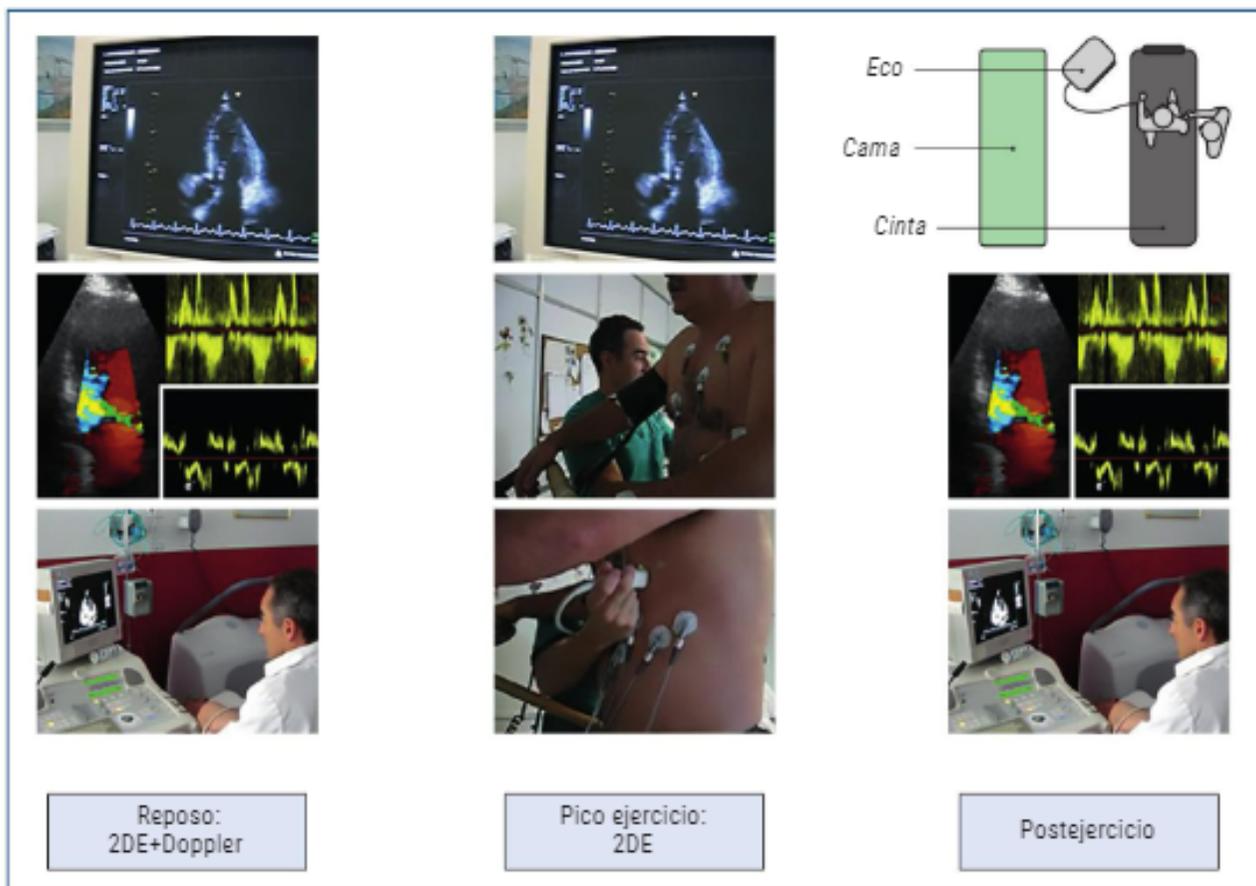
Disposición de un laboratorio de estrés preparado para hacer imagen pico en la cinta rodante. 2DE: ecocardiografía bidimensional.
